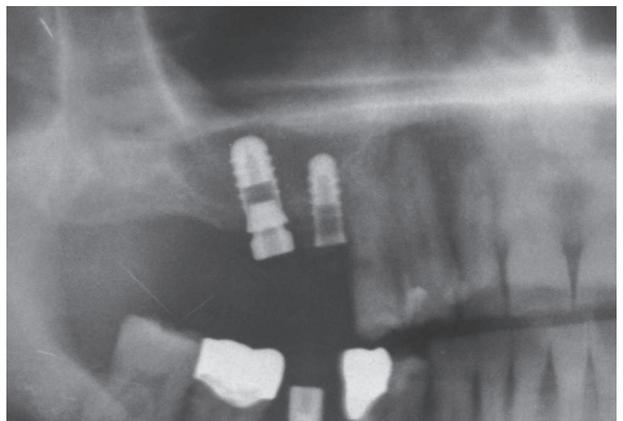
Controllo radiografico a 4 mesi dall'intervento: non è ancora evidenziabile neoformazione ossea sulla parte apicale degli impianti
